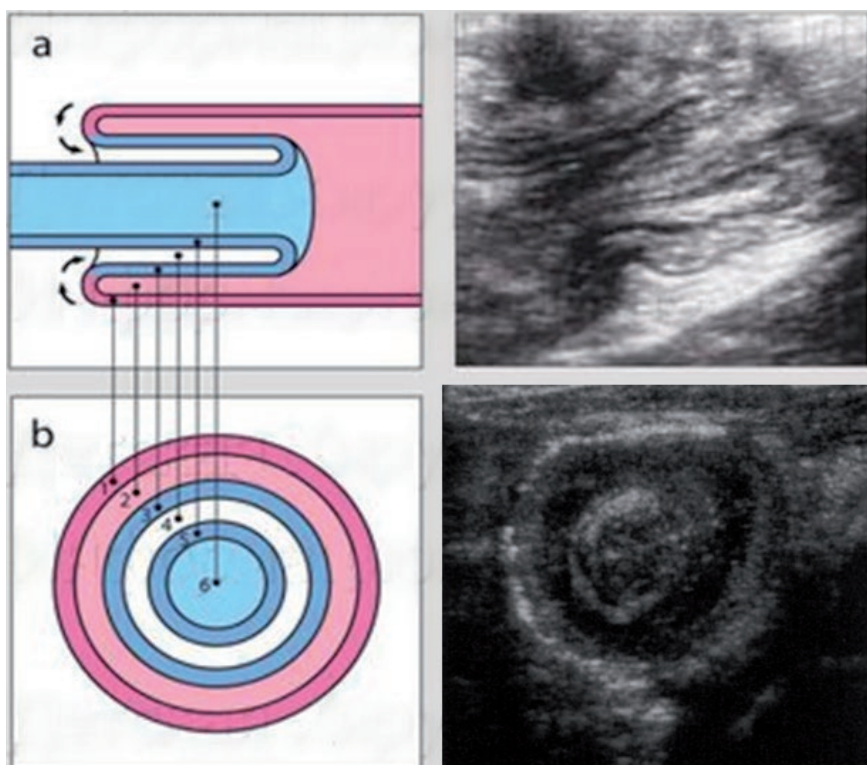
Visualization of intussusception on ultrasound.
